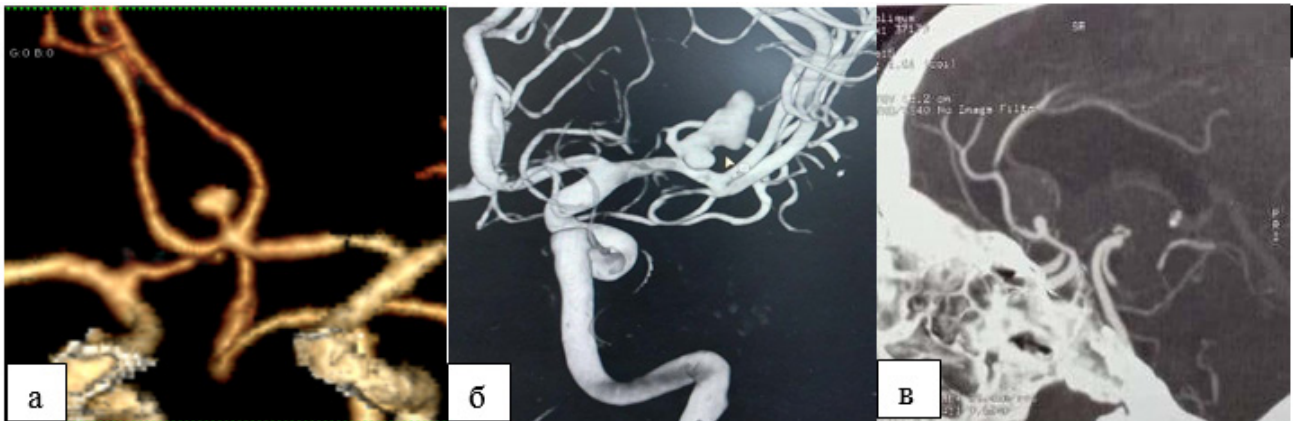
Большие и гигантские аневризмы передней мозговой артерии. МСКТ-ангиография сосудов головного мозга (а, б). Селективная церебральная ангиография (в).
